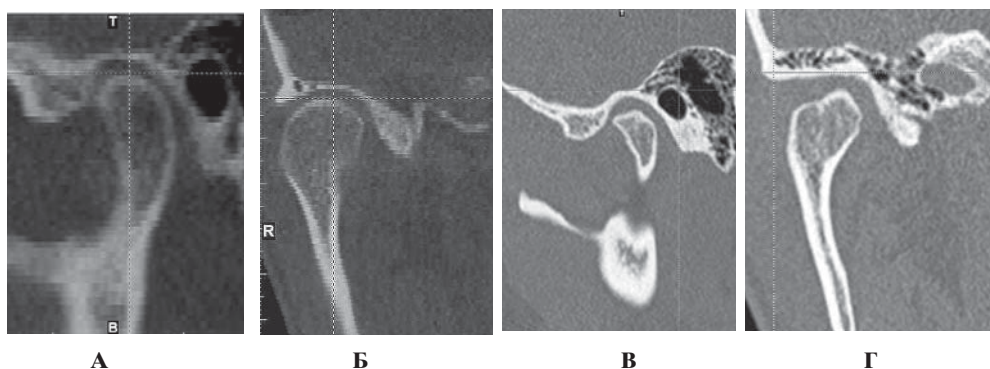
Томограмма головки мыщелкового отростка в: А – сагиттальной проекции до резекции; Б – трансверсальной проекции до резекции; В – сагиттальной проекции через 8 месяцев после резекции; Г – трансверсальной проекции через 8 месяцев после резекции
